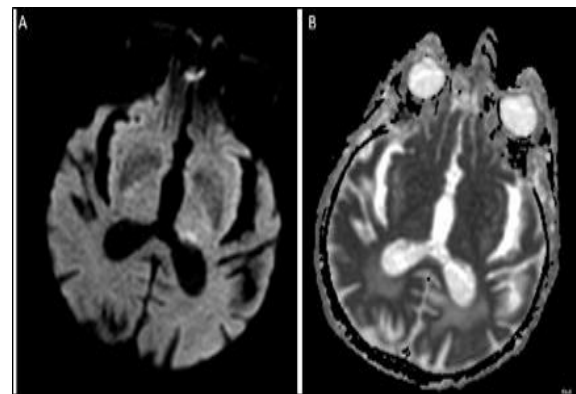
Brain MRI showed hyperintensity in the left thalamus at the pulvinar region on the DWI (A), while no signal change was observed on the ADC mapping (B)
